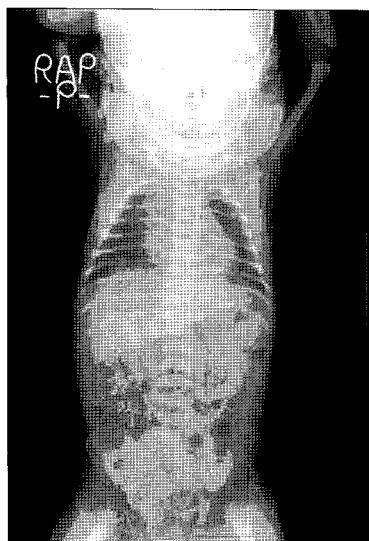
Chest roentgenogram shows left retroperitoneal mass.
